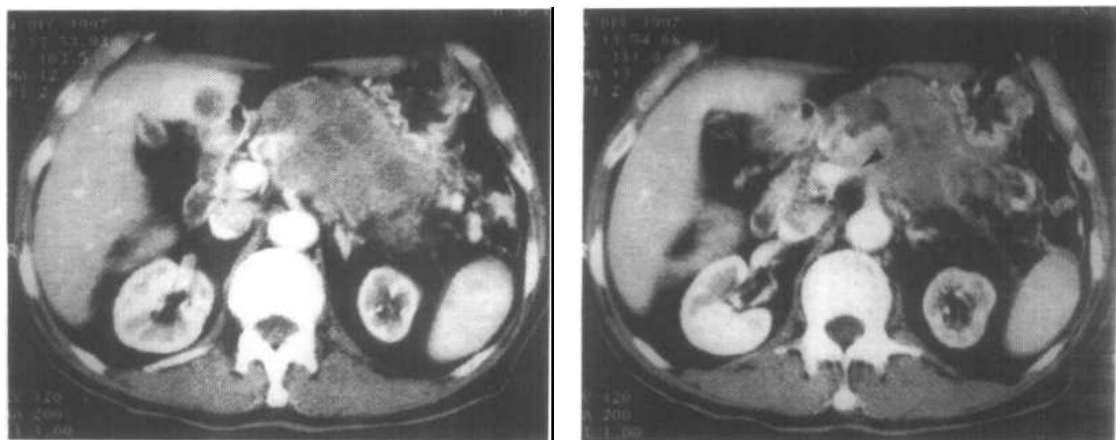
~e 胰头癌螺旋 CT 双期扫描
